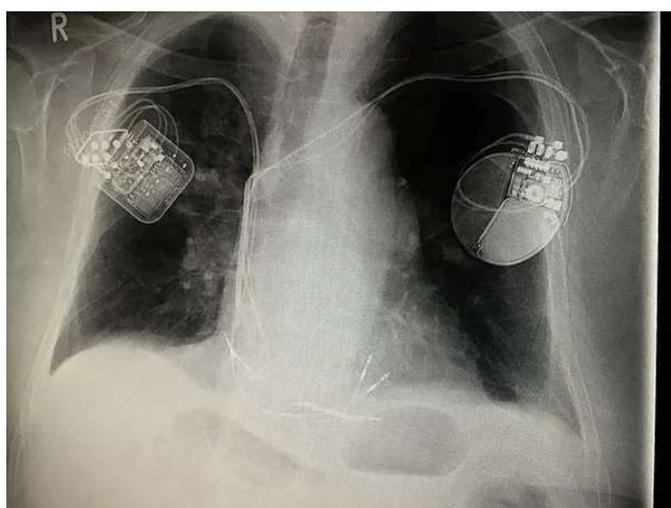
Radiografia di un paziente con doppio dispositivo impiantabile, per CRT (destra) e CCM (sinistra) (<https://impulse-dynamics.com/global/ccm-information/>).
